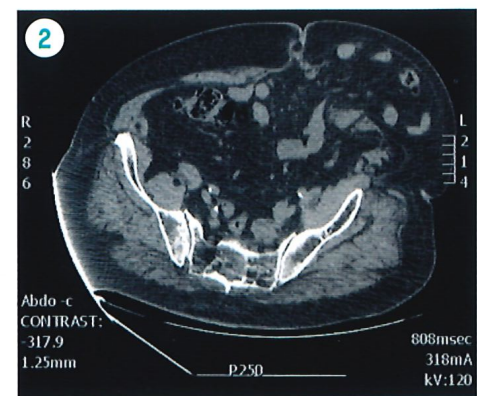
CT scanner pré-opératoire démontrant une volumineuse éventration péristomiale et son contenu intestinal
